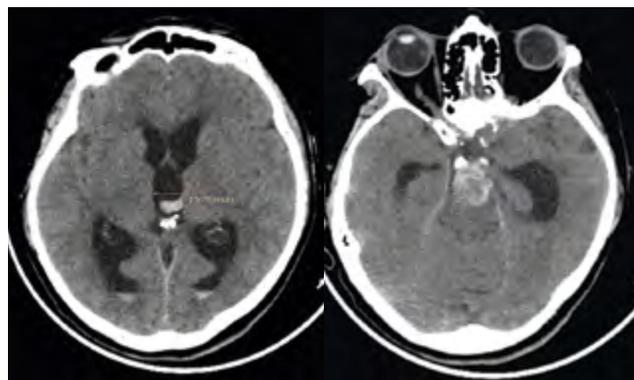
МСКТ головного мозга. Признаки окклюзионной гидроцефалии
